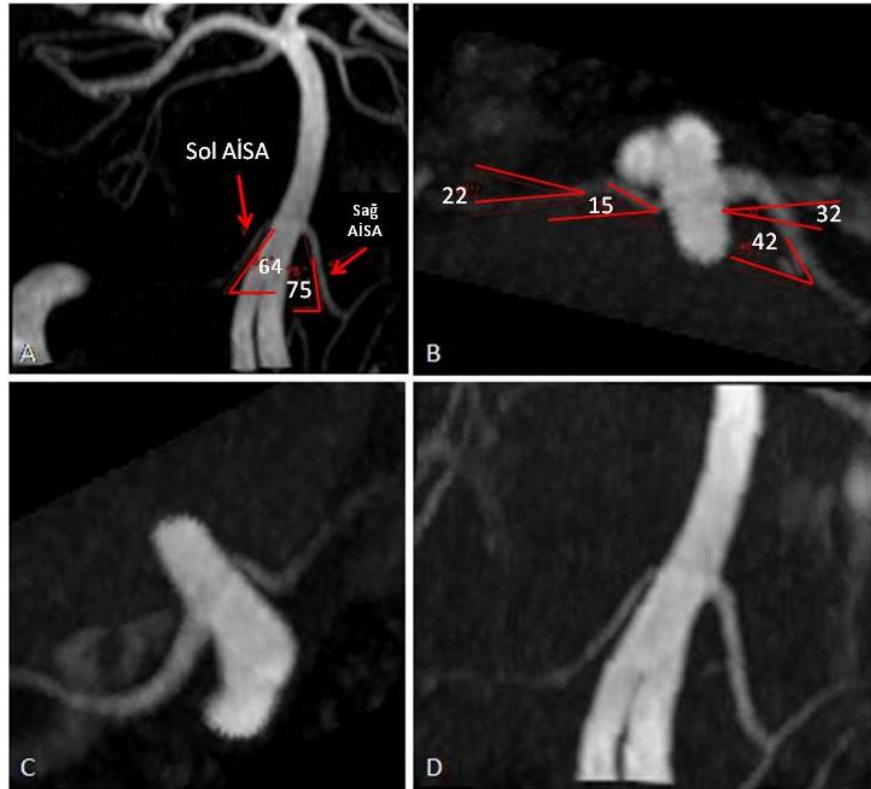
AİSA'nın 3 boyutlu MR anjiyografide anteriordan görünümü
